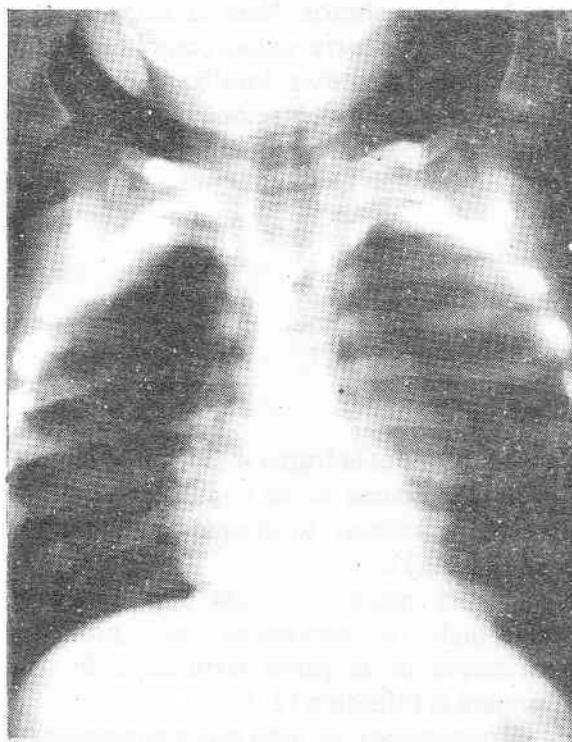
Esta radiografía de tórax demuestra el ensanchamiento mediastinal y una imagen de doble columna aérea que corresponde a la tráquea y al espacio retrovisceral.
